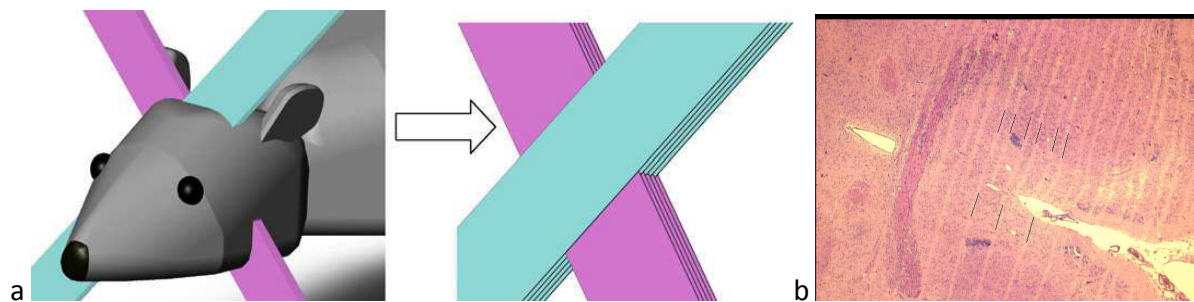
Irradiation MRT croisée co-planaire. a - Modélisation de deux ensembles de microfaisceaux co-planaires se croisant au niveau de la tumeur. b - Coloration HE d'une coupe horizontale d'un cerveau porteur de tumeur 9L, trois semaines après une irradiation par deux ensembles de microfaisceaux de 25 μm , se croisant de manière coplanaire au niveau de la tumeur et déposant 625 Gy sur leur passage. Extrait de [Bräuer-Krisch E. *et al.* 2005c].
